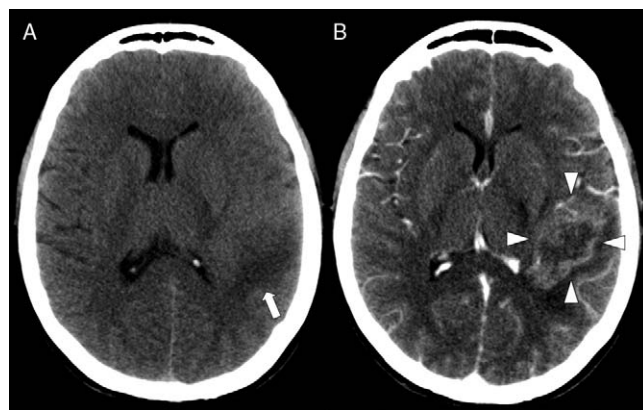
Mujer de 50 años que debuta con cefalea y alteraciones del lenguaje. A) TC cerebral sin contraste intravenoso que muestra una zona de hipodensidad en sustancia blanca frontoparietal izquierda compatible con edema (flecha blanca), asociada a efectos de masa (disminución del tamaño ventricular y desaparición de los surcos corticales), pero sin delimitar claramente una lesión expansiva. B) TC tras la administración de contraste yodado intravenoso que muestra una gran lesión (puntas de flecha), con realce periférico y necrosis central. Aun así la delimitación de la lesión es mala y plantea un amplio diagnóstico diferencial.
